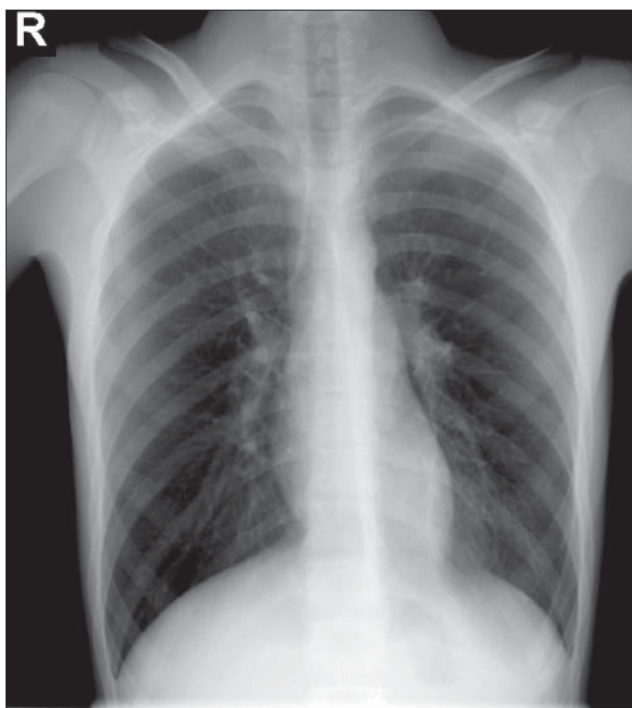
Astm bronșic. Radiografie toracică PA. Torace de tip emfizematos. Hipertransparență pulmonară.
